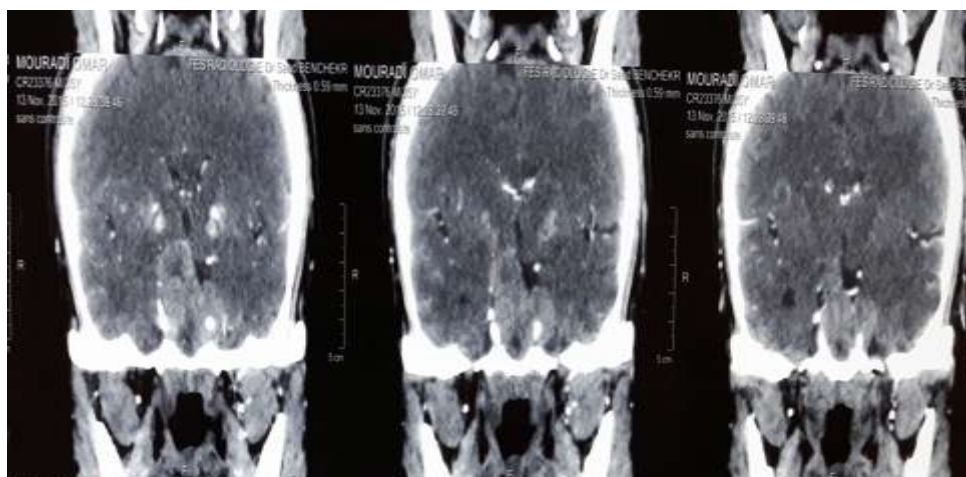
Images d'IRM hypophysaire, en coupe frontale, montrant les calcifications des noyaux gris centraux.
